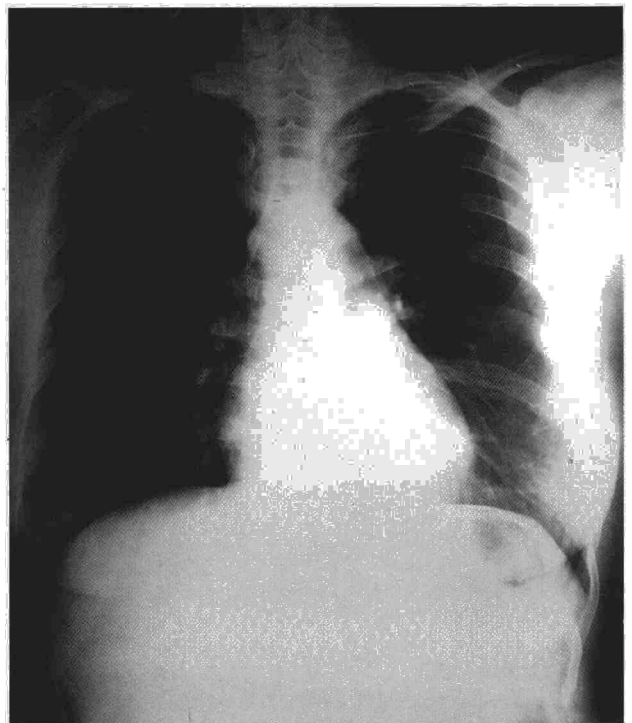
Radiografía simple de tórax mostrando nódulo parahiliar izquierdo.
